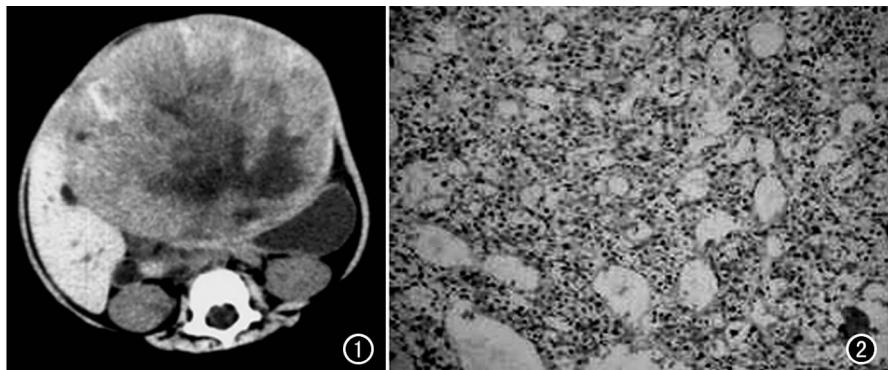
CT 平扫见肝左叶明显增大, 最大横径为 11 cm × 9 cm, 边缘较整齐, 不规则, 包膜不完整, 肿块推挤肠管、肝右叶。病灶密度不均匀, 可见有低密度区, 有不规则分隔。图 2 上皮型肝母细胞瘤。因胞浆内含不同而出现明/暗表现, 透亮的细胞胞浆较具有细颗粒状胞浆者为空。HE 染色 × 200。
